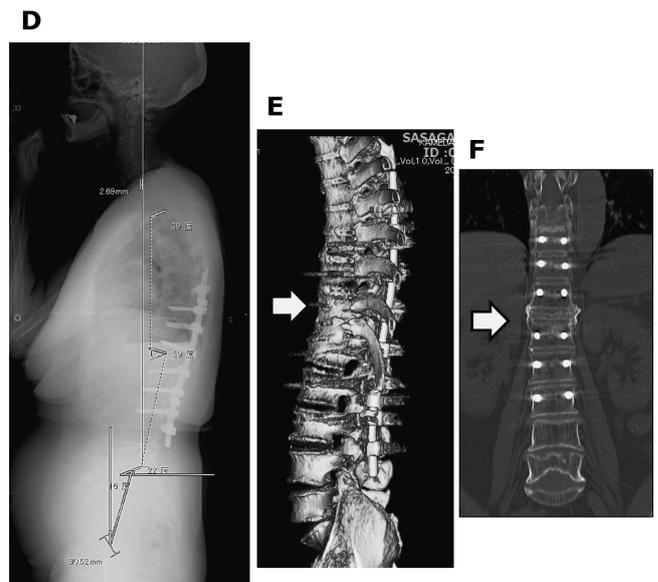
脊柱矯正・固定術を施行し、術後3年。腰曲りや背部痛はなく、日常生活を不自由なく送っている(D)。CT 再構築画像(E, F)にて、偽関節部は骨癒合し(矢印)、インプラントは折損なく脊椎の一部となっている。
